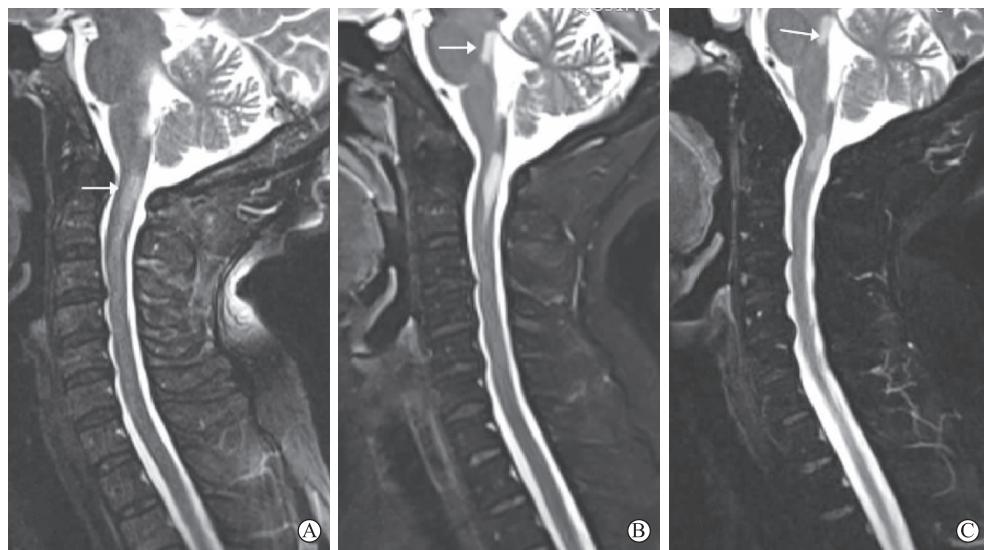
患者头颅、颈椎 MRI 表现变化 A 为 2023 年 9 月 21 日 T_2 WI 矢状位示大脑脚、脑桥、延髓、颈 1~7 水平颈髓多发高信号(白色箭头示);B 为 2023 年 10 月 10 日 T_2 WI 矢状位示中脑、延髓及颈髓上段多发高信号(白色箭头示),病灶较前稍缩小(延髓段明显缩小);C 为 2023 年 10 月 21 日 T_2 WI 矢状位示中脑、延髓及颈髓上段多发高信号较前明显缩小(白色箭头示)
